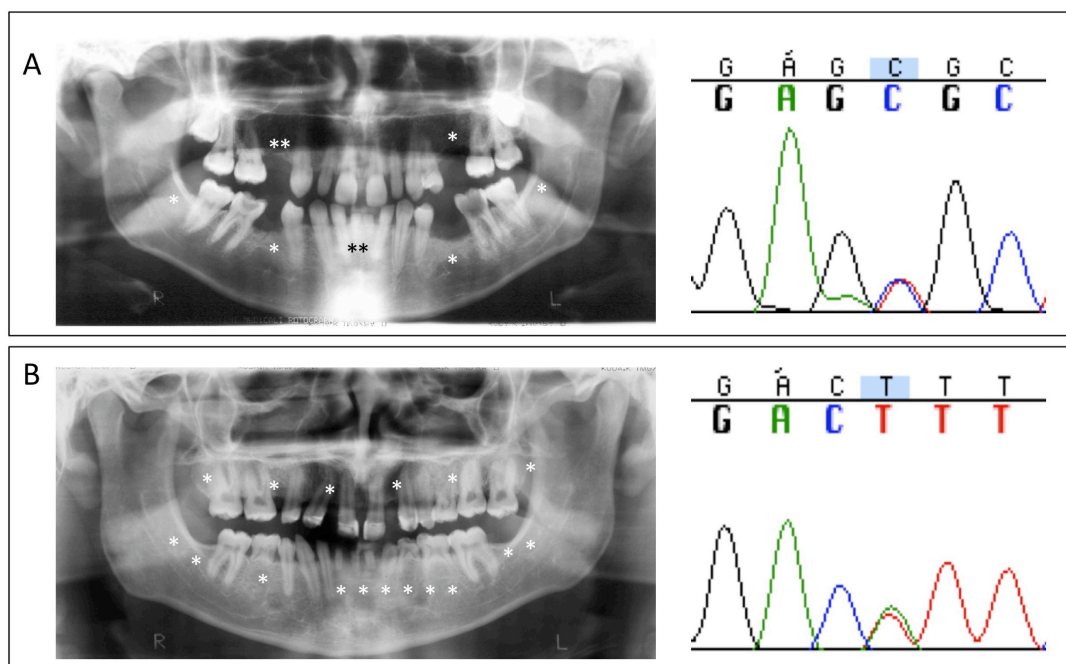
Radiografias de casos-índice com oligodontia e as variações correspondentes no exon 3 do gene *WNT10A*. Os asteriscos sinalizam as regiões dos dentes ausentes. A) Transversão c.667C>T. B) Transversão c.682T>A.
